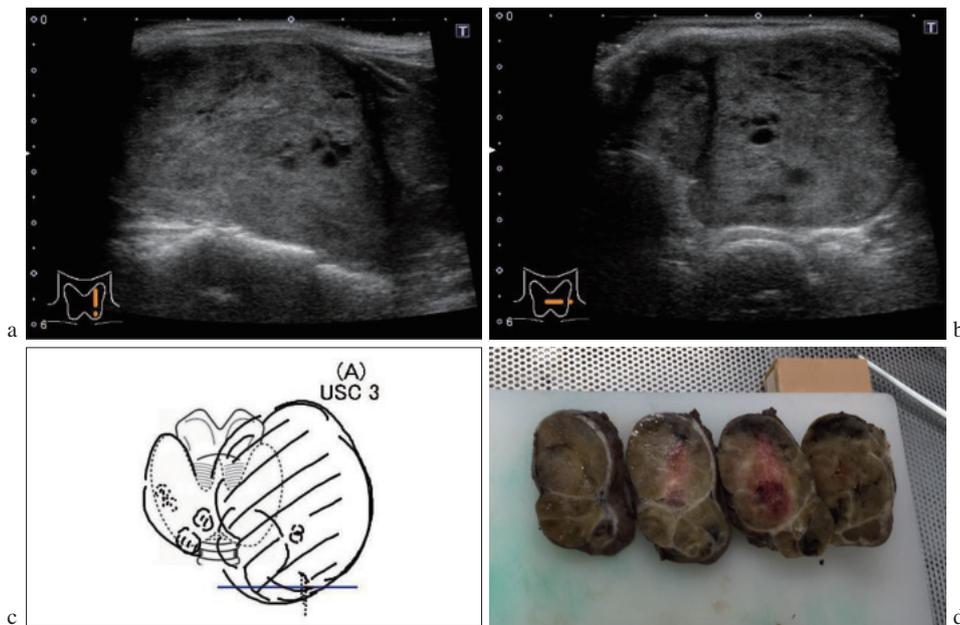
術前の超音波画像と摘出標本断面との対比の研修
